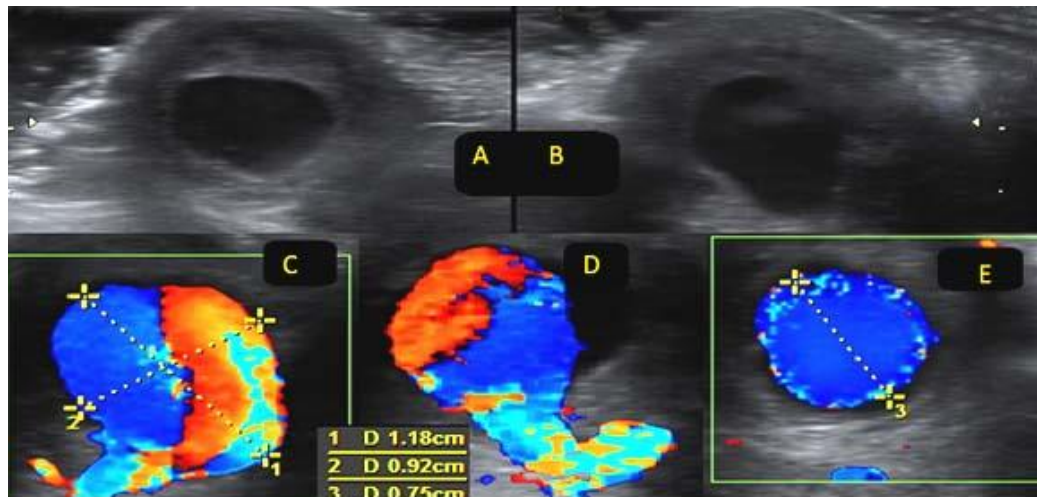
Estudio de ecografía Doppler epicraneal de la región temporal derecha. Se aprecia una imagen característica de pseudoaneurisma. A y B: imágenes ecogénicas, con aumento anormal del flujo sanguíneo en la región afectada. C, D y E: patrón de flujo turbulento con las dimensiones de la dilatación, localizada en la pared de la arteria temporal superficial.
